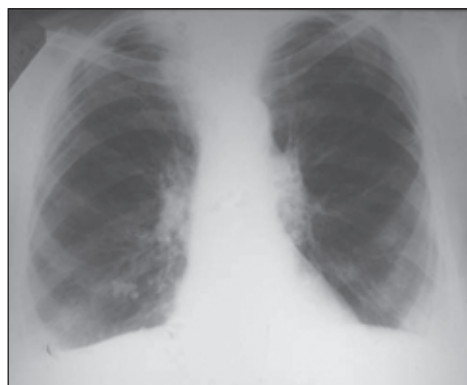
Больная Р. Контрольная обзорная рентгенограмма органов грудной клетки после трех месяцев антимикобактериальной терапии
